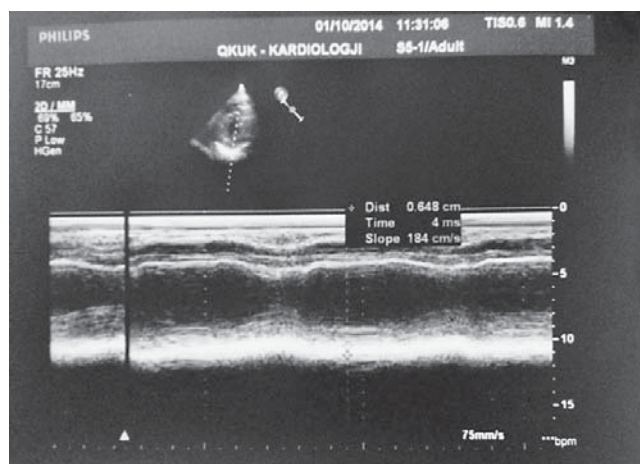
Echocardiography image showing pericardial hyperechogenicity and thickness of the posterior wall of approx. 6.5 mm
